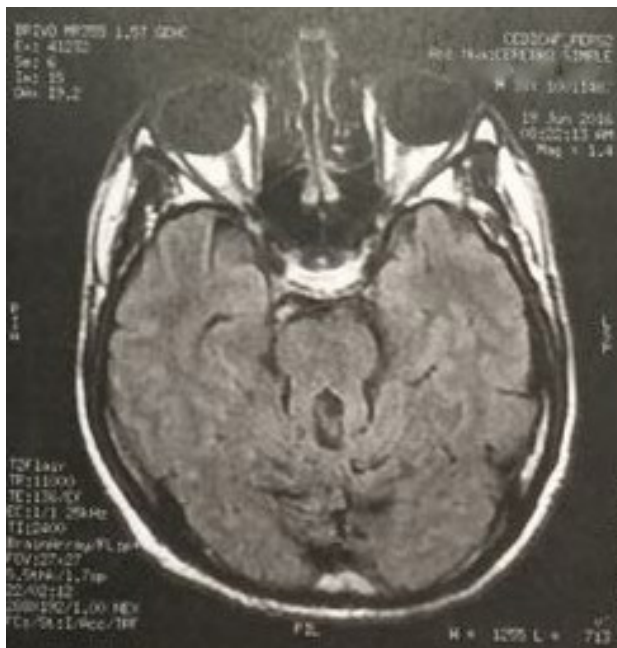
Resonancia magnética cerebral del paciente con Síndrome de Joubert. A: Se observa en un corte axial a nivel del puente el signo del molar.
